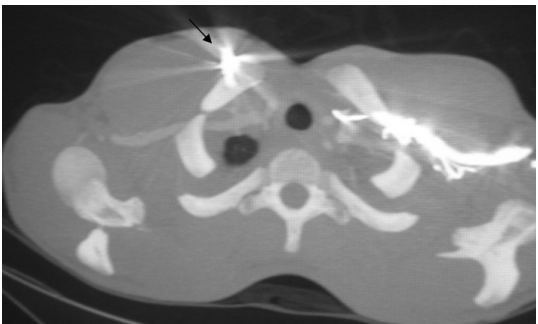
Imagen de corte axial de tomografía computarizada en la cual se aprecia la bala en la región clavicular (flecha negra)
